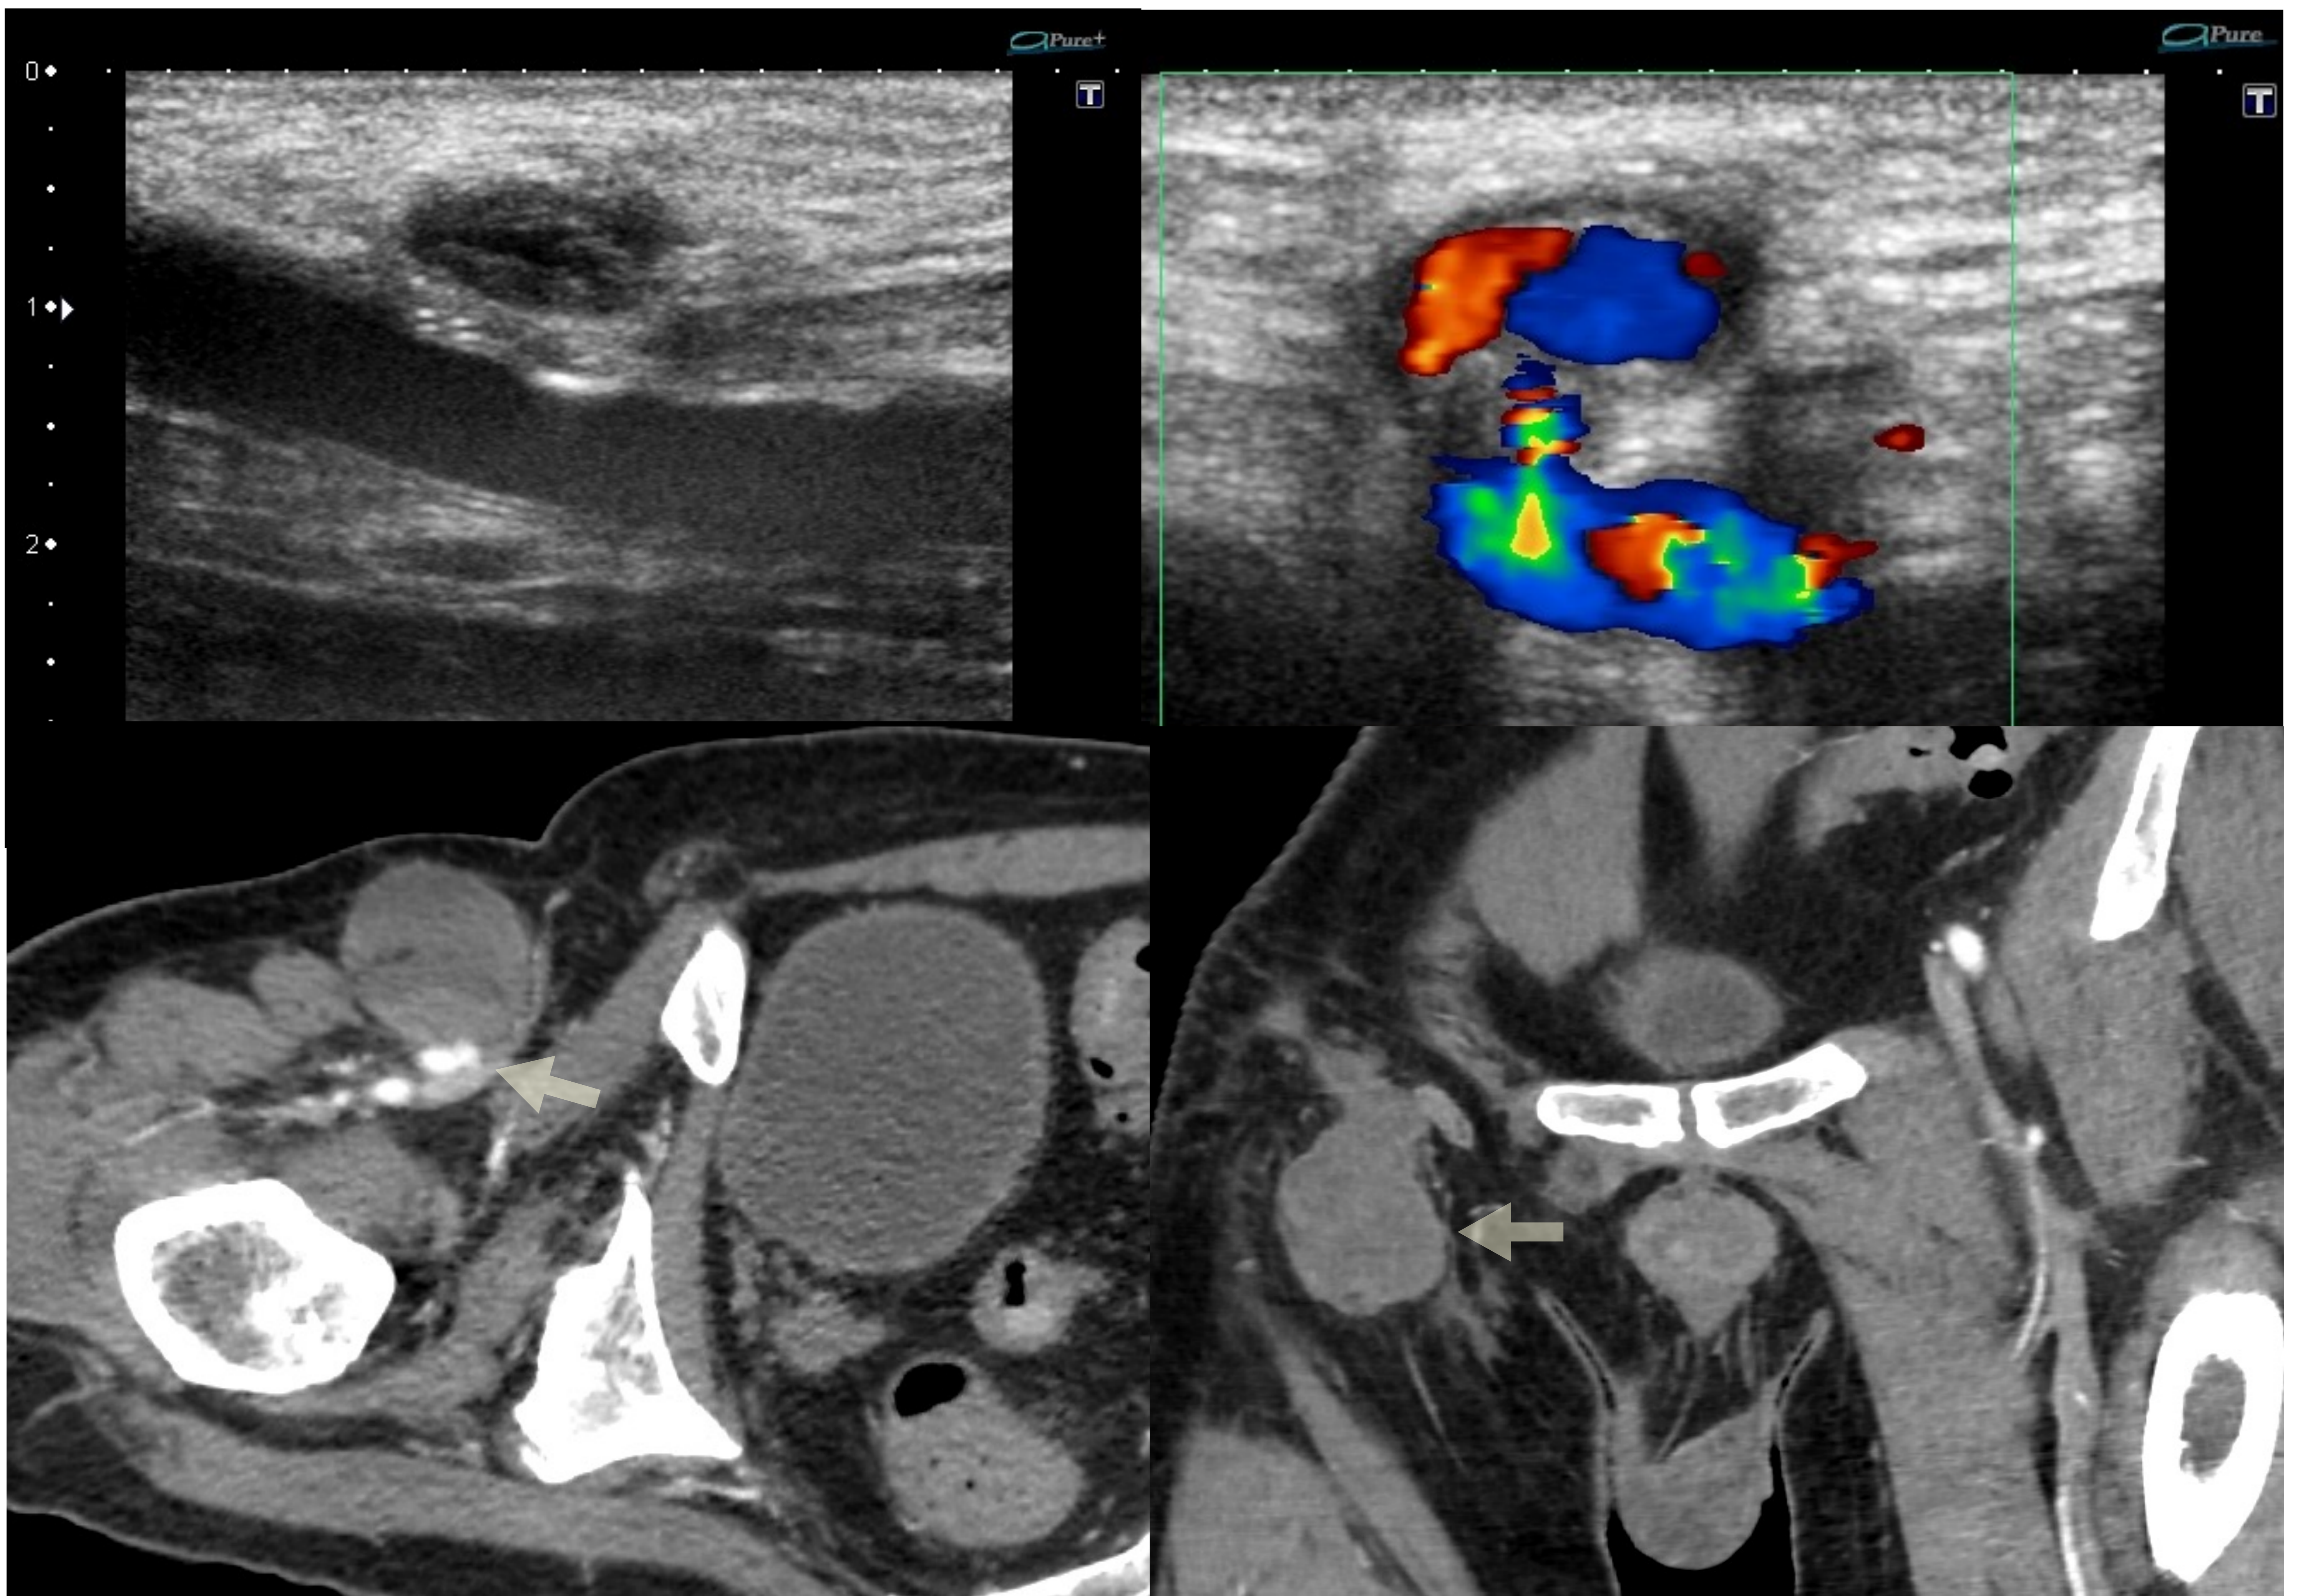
Ecografía inguinal. Pseudoaneurisma de la arterial femoral común. En el Doppler color se observa el signo del “ying-yang”. Hospital Universitario Nuestra Señora de Candelaria.
